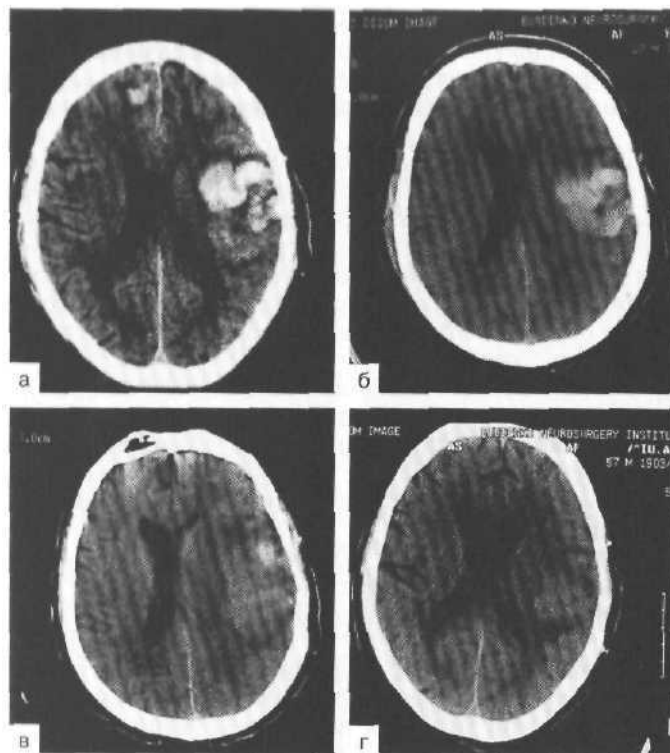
Компьютерные томограммы. Внутримозговая гематома заднелобно-теменной височной области слева у пострадавшего 56 лет. Консервативное лечение.
